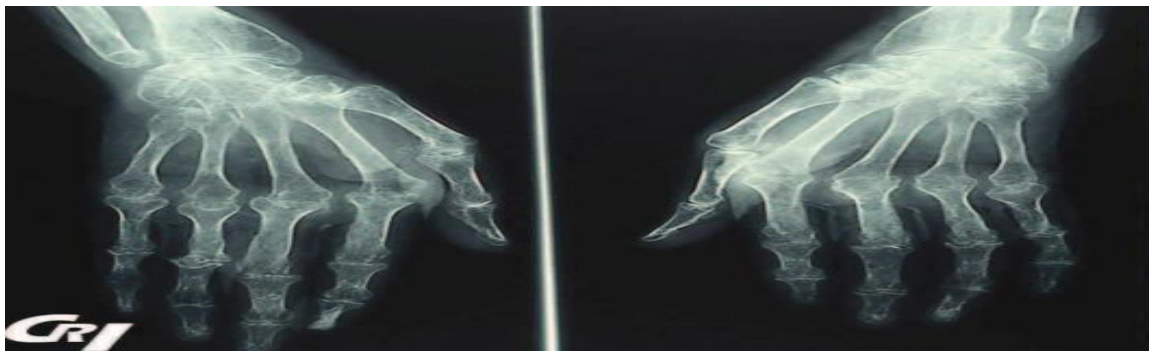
Aspect radiographique typique d'une PR évoluée ; importantes lésions bilatérales de carpite à tendances fusionnantes, multiples arthropathies globalement bilatérales et symétriques
